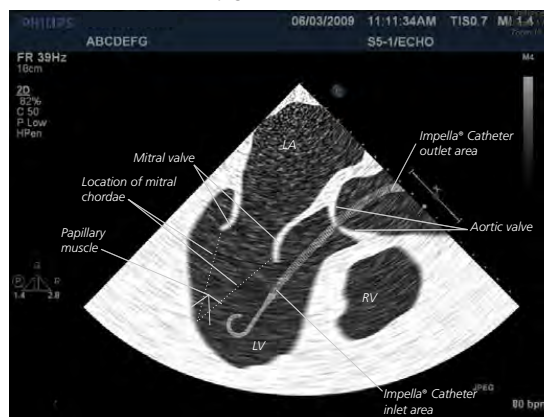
Transesophageal Echocardiogram (TEE) of Impella Catheter
